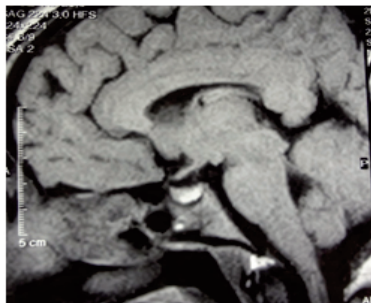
IRM coupe sagittale T1 Gadolinium :
